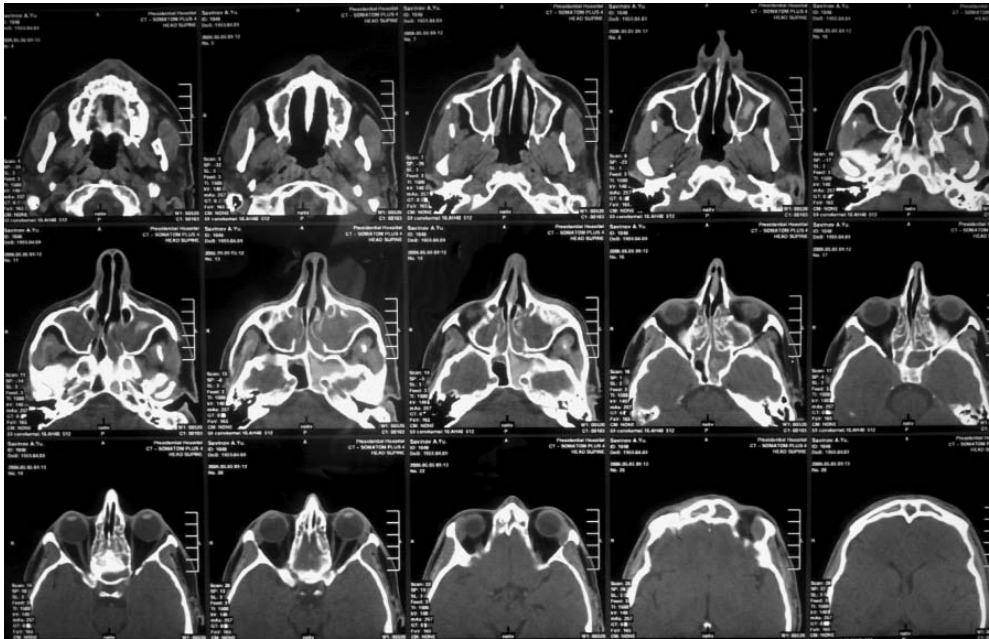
Больной С. КТ головы: наличие синусита, искривление носовой перегородки и массивное увеличение слезных желез
